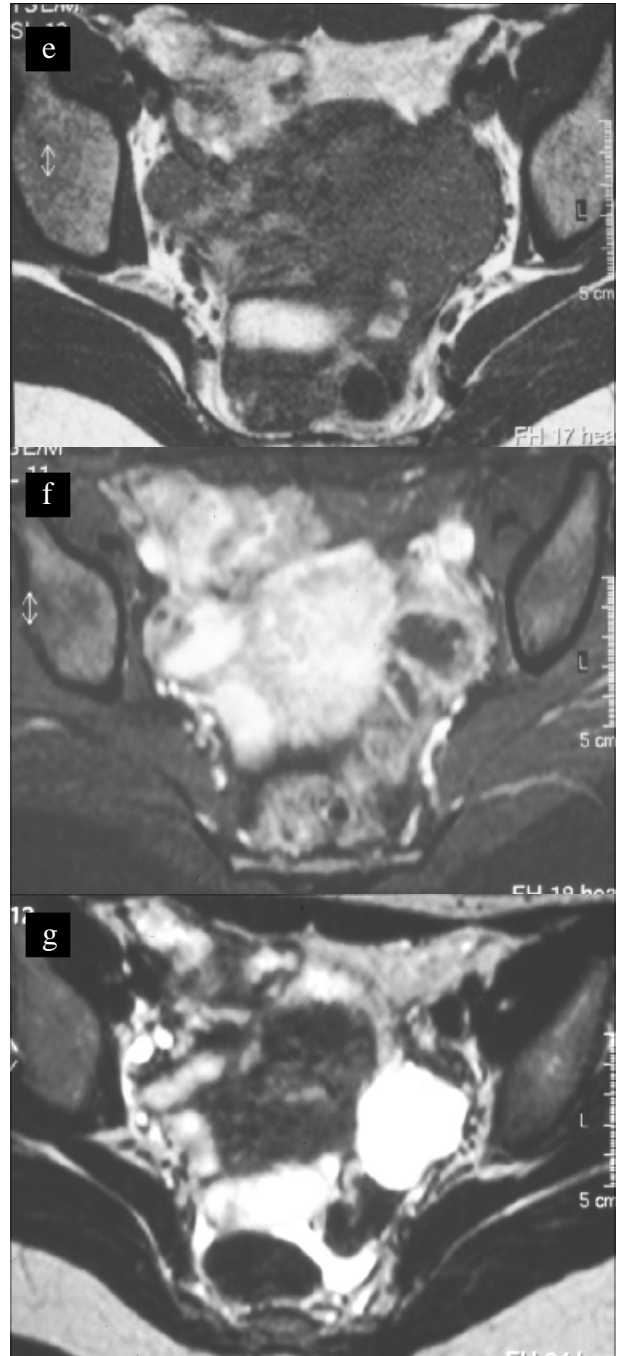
Metástase no ovário esquerdo de tumor do cólon ascendente e) RMN axial T1, f) RMN axial T1 Gd fat-sat e g) RMN axial T2.
